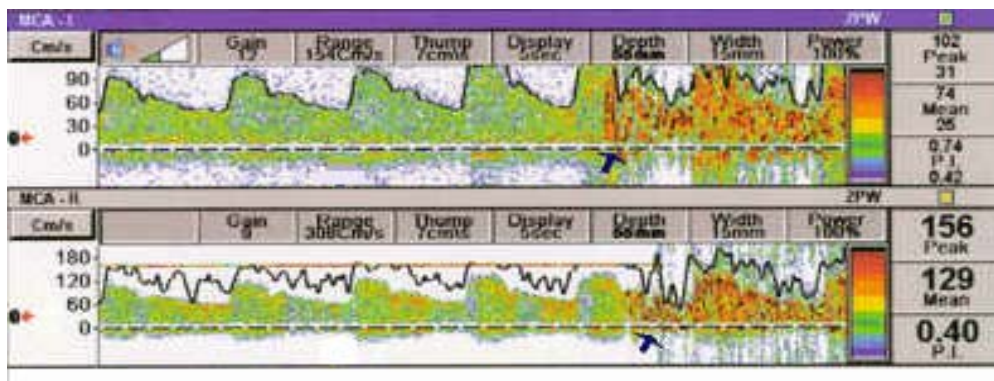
Ecodoppler transcraneal. HITS (high intensity transient signals). Patrón de émbolos en cortina. Tras la inyección de contraste (suero salino agitado) aparecen incontables señales embólicas (flechas) tanto en reposo (imagen superior) como en valsalva (imagen inferior). Cortesía del Dr. Egido. Servicio de Neurología. Hospital Clínico de San Carlos.
